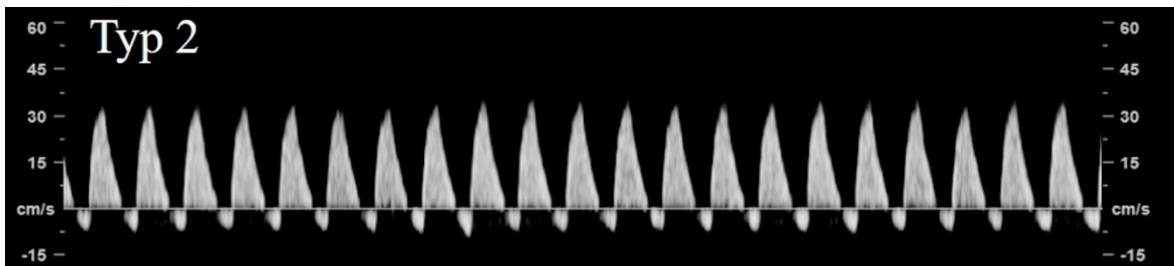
Doppler der A. umbilicalis mit fehlendem enddiastolischem Fluss (Steiner H, Schneider K-T, Dopplersonographie in Geburtshilfe und Gynäkologie. 4. Auflage, Berlin, Deutschland, Springer-Verlag GmbH, 2018)
